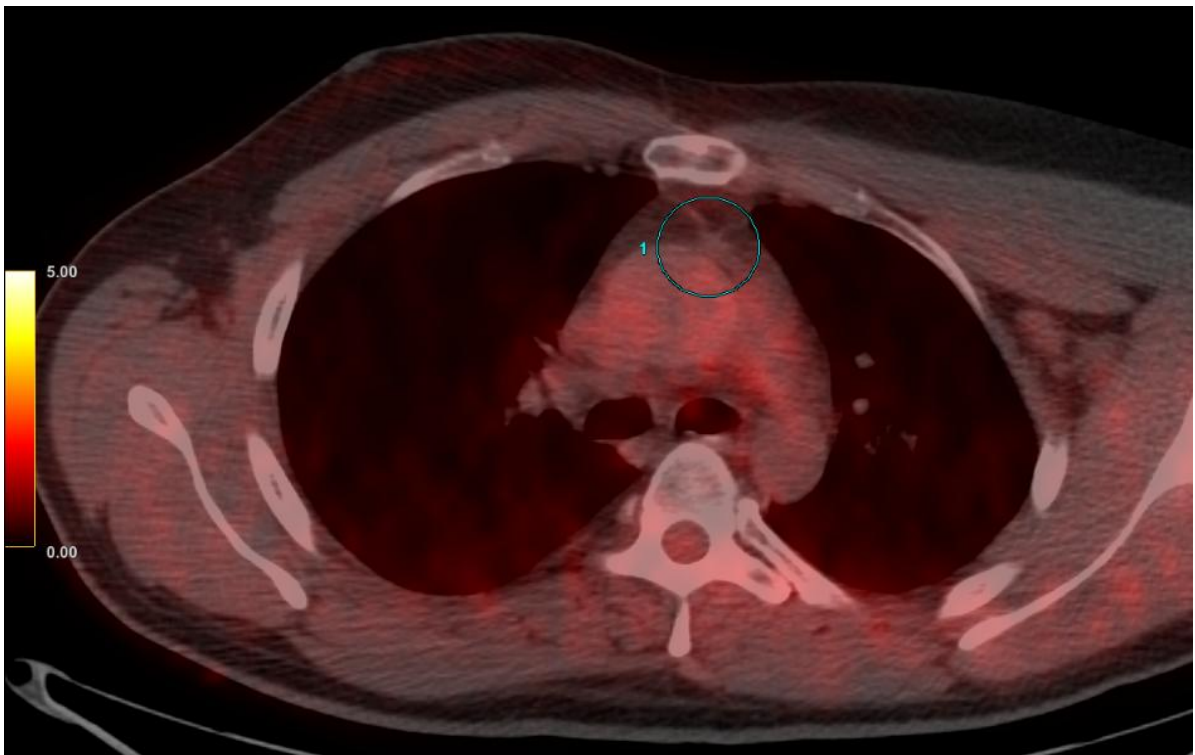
ДВКЛ. II ст. ПЭТ/КТ. ХТ в режиме R-СНОР. ЛТ. 36 месяцев после лечения. Полный регресс опухоли.
